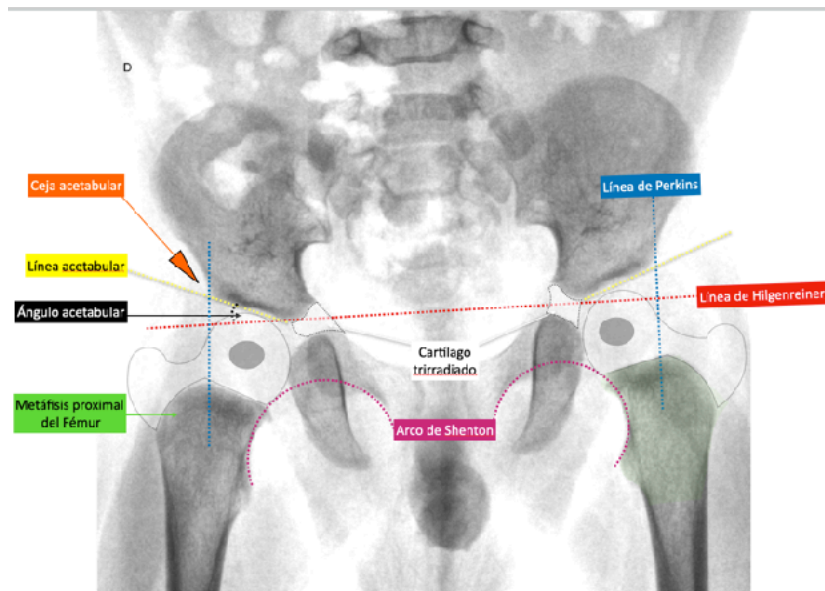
A) Radiografía AP de Pelvis normal con los trazados realizados. Se ha demarcado el contorno
